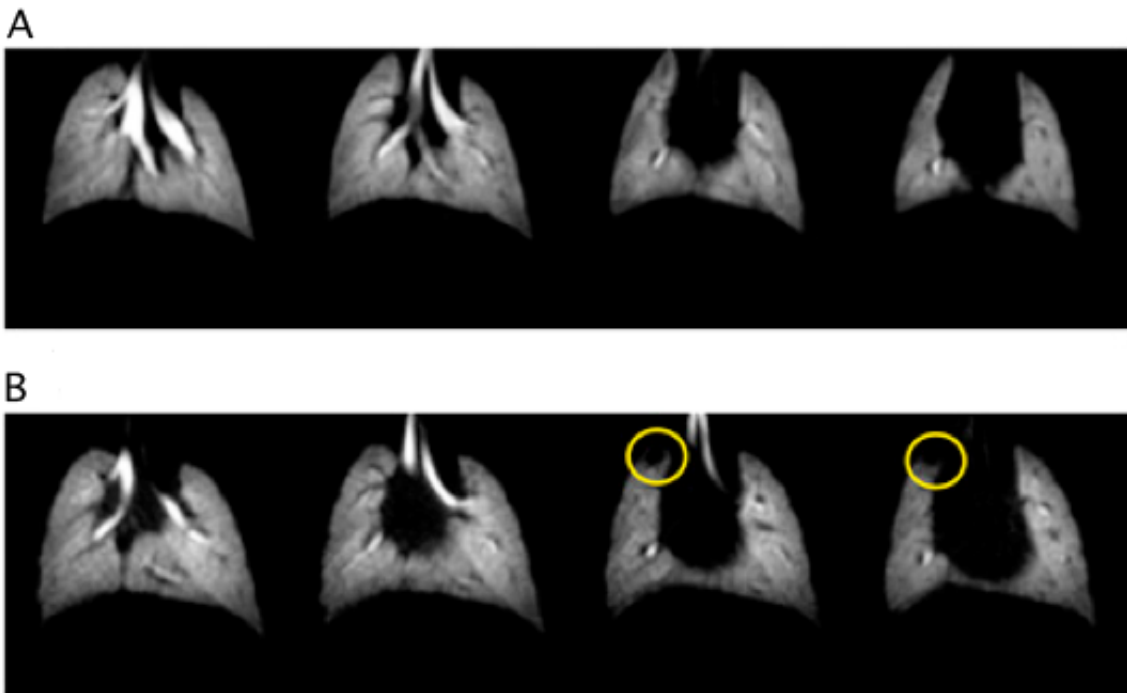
Effet des SPION sur une image de poumons de souris par IRM de l'hélium-3 hyperpolarisé. (A) Souris contrôle sans injection de produit de contraste. (B) Modèle de tumeur humaine de la prostate chez la souris après injection des SPION. Extrait de [22].
